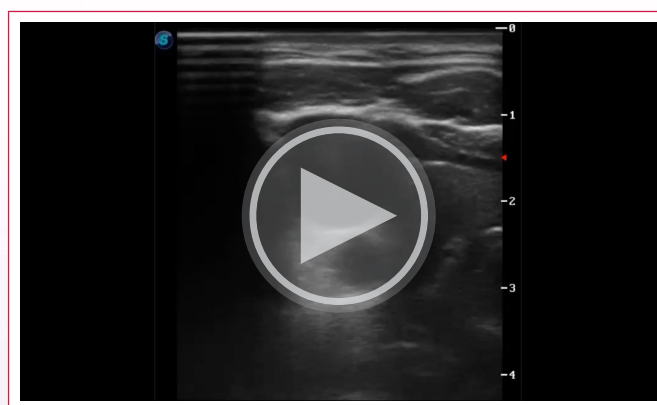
Ultrasonido de cuello, con transductor lineal, se observa la vena yugular distendida, (letra V en azul) y la Arteria carótida común derecha (letra A en color rojo).
